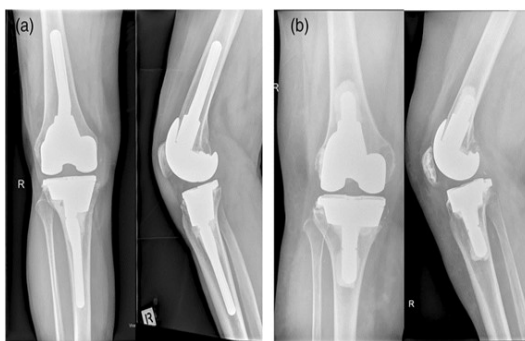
На рентгенограммах коленного сустава в прямой и боковой проекции визуализируются метафизарные втулки замещающие дефекты медиального и латерального мыщелков большеберцовой кости. (а) – метафизарная втулка с длинной цементной ножкой; (б) – метафизарная втулка с короткой цементной ножкой [63]
